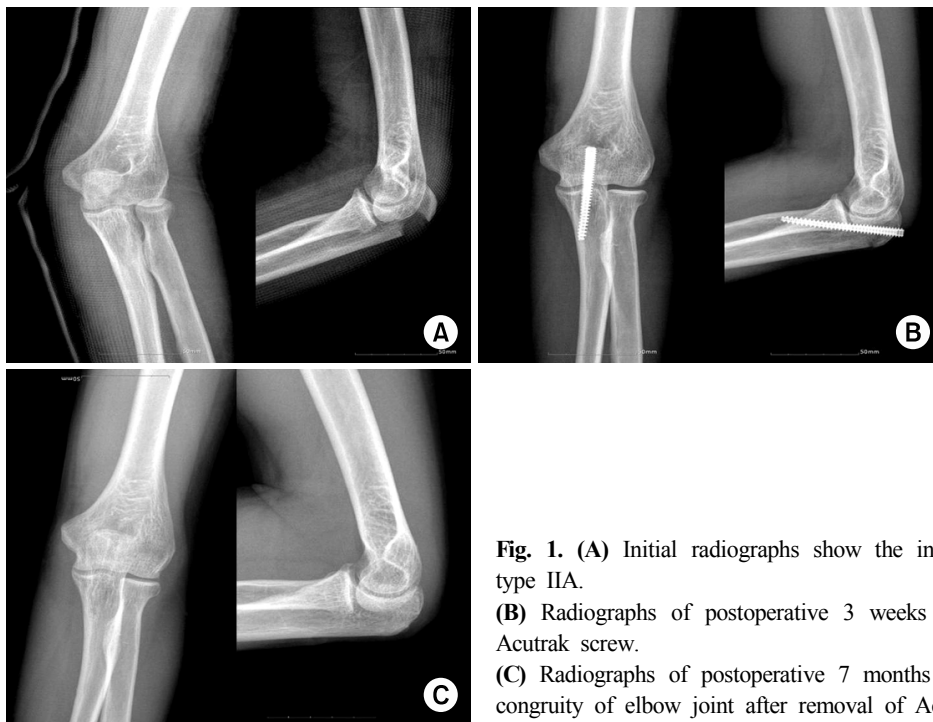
(A) Initial radiographs show the intra-articular olecranon fracture of type IIA.
